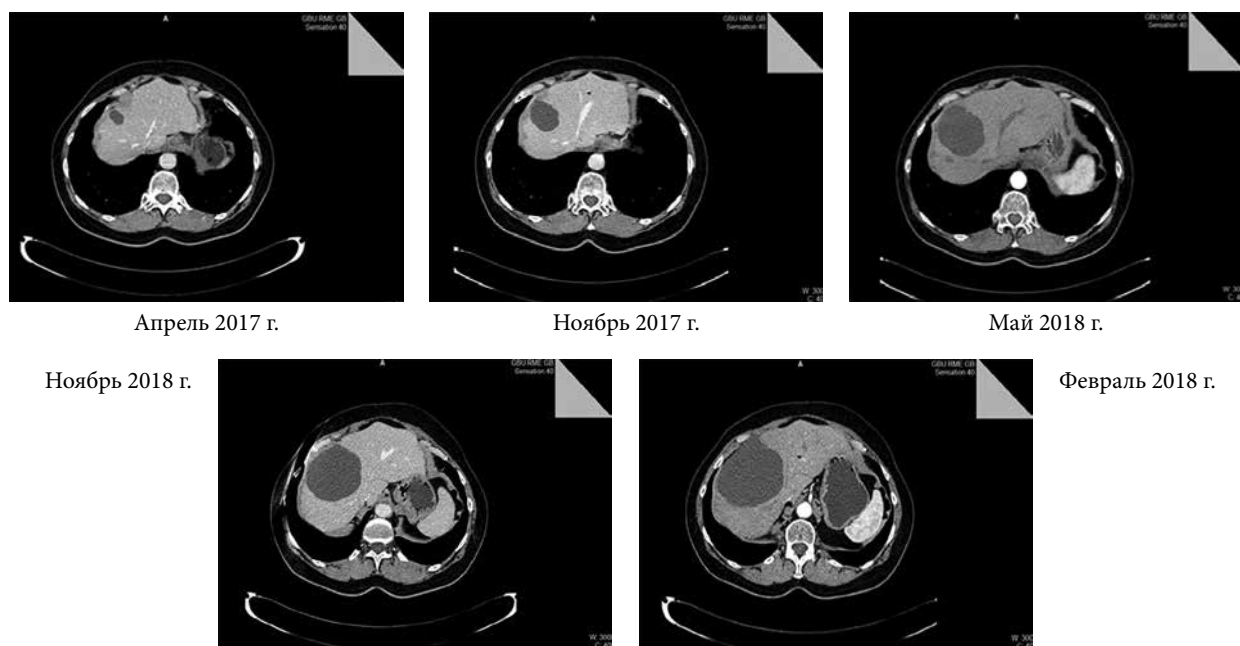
КТ органов брюшной полости: динамика очага печени
